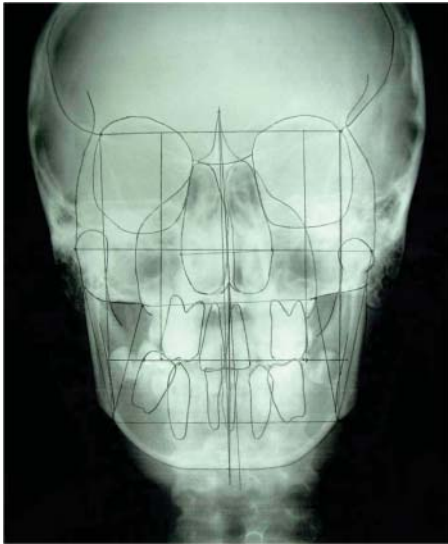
Radiografía posteroanterior inicial.
